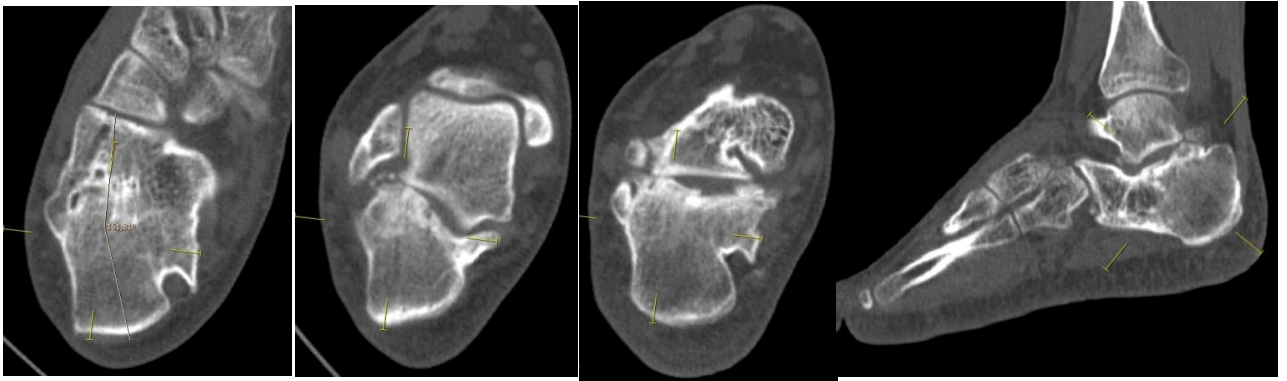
Томограммы пяточной кости пациента. Отмечается варусная деформация пяточной кости и импиджмент между пяточной и малоберцовой костями, а также артротические изменения суставных поверхностей.
